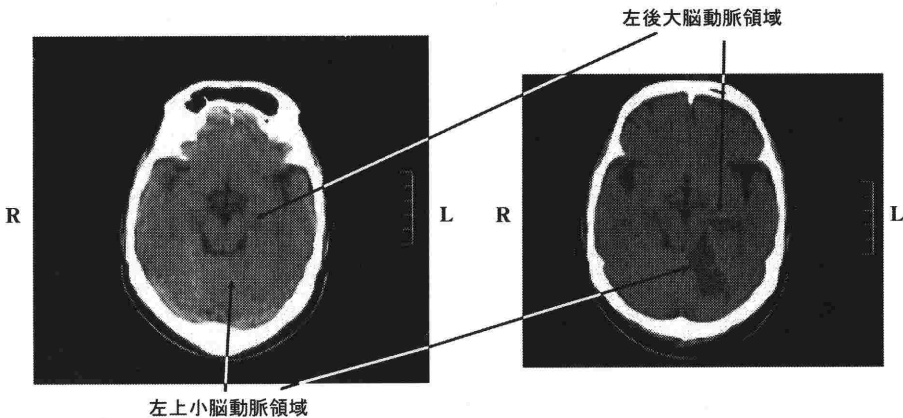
左: 入院時(発症3時間) 頭部 CT, 右: 翌日 頭部 CT
